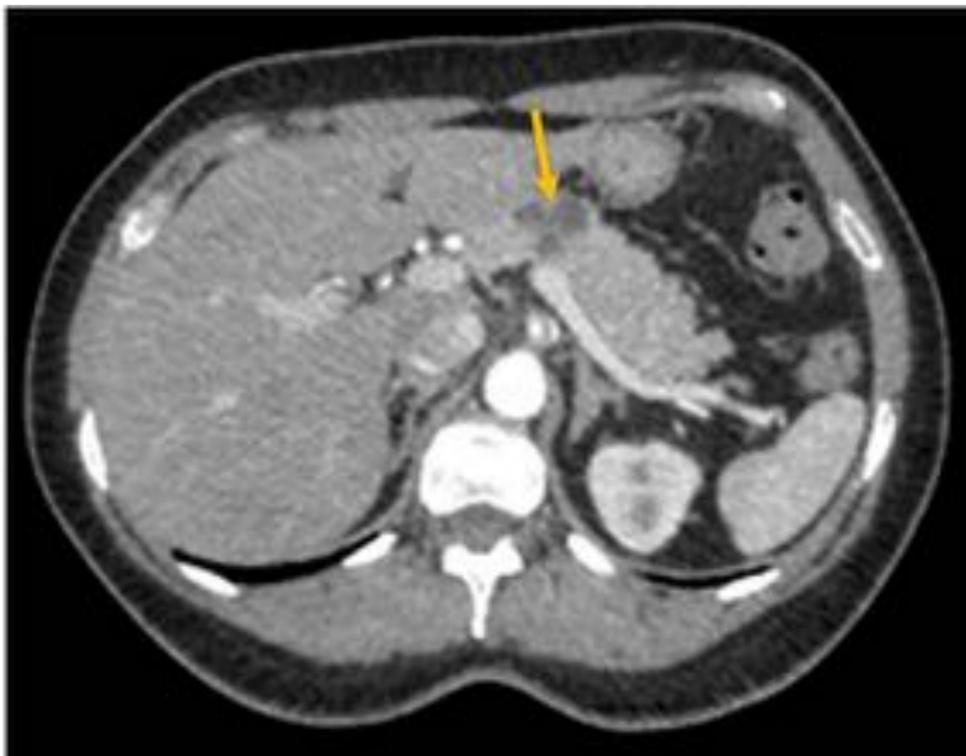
Corte axial de TC abdominal con contraste iv en fase arterial tardía. Lesiones hipodensas de aspecto quístico en la cabeza pancreática (flecha amarilla).
